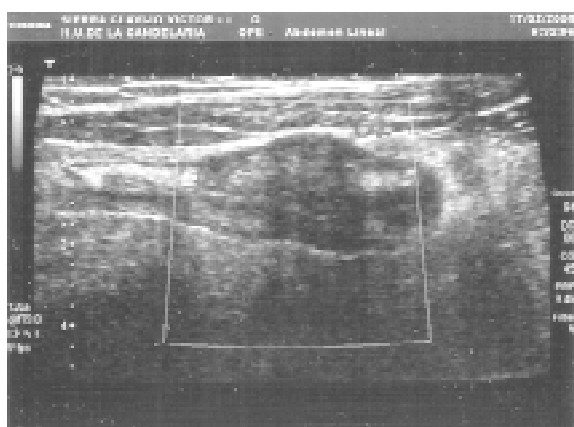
Enfermedad de Crohn. Ecografía power doppler color. Afectación transmural, segmentaria, y con aumento de la vascularización local, en asa distal de ileon, a 6 cms de la válvula ileocecal. Adolescente de 15 años. (Imagen cedida por el Dr. A. Cavada. S' de Radiodiagnóstico. HUNSC).
